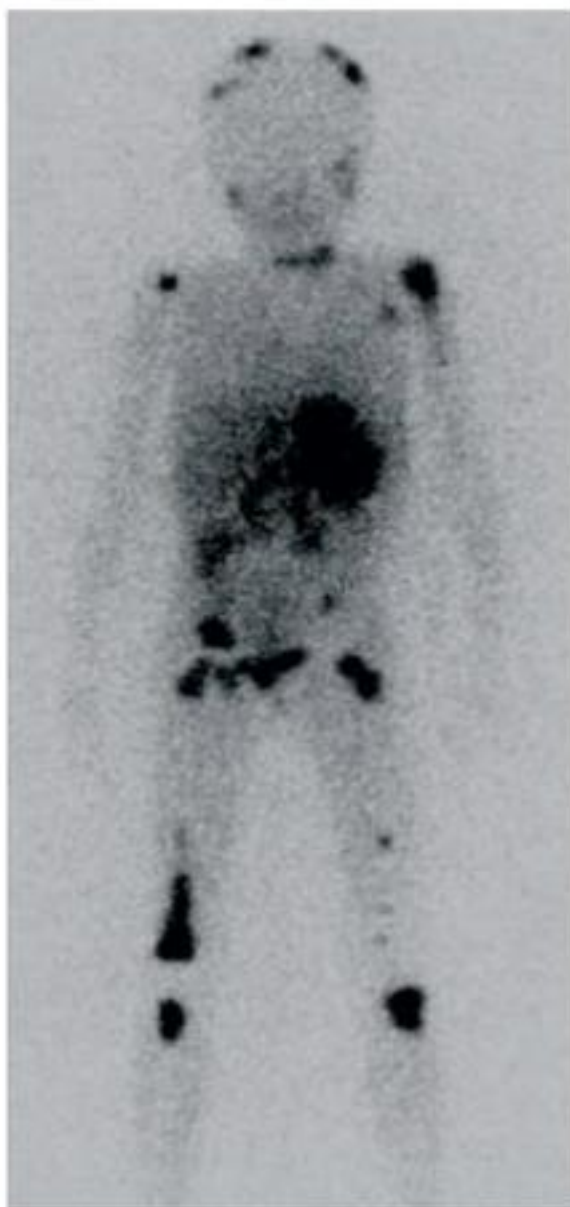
Image de scintigraphie au MIBG chez un enfant ayant un NB métastatique.
